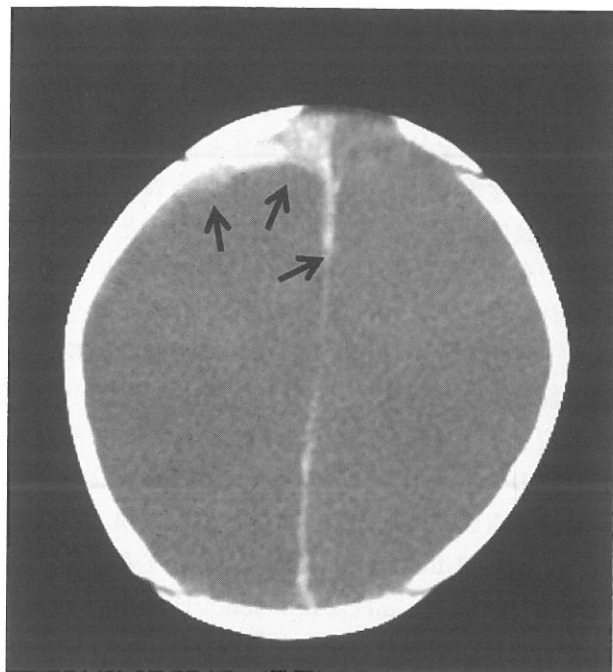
2カ月男児，びまん性脳腫脹が主体となる型；急性硬膜下血腫を大脳半球間裂に認めるが，量はそれほど多くないが急性脳腫脹が強く，慢性期には脳萎縮を示す。受傷当日 CT
